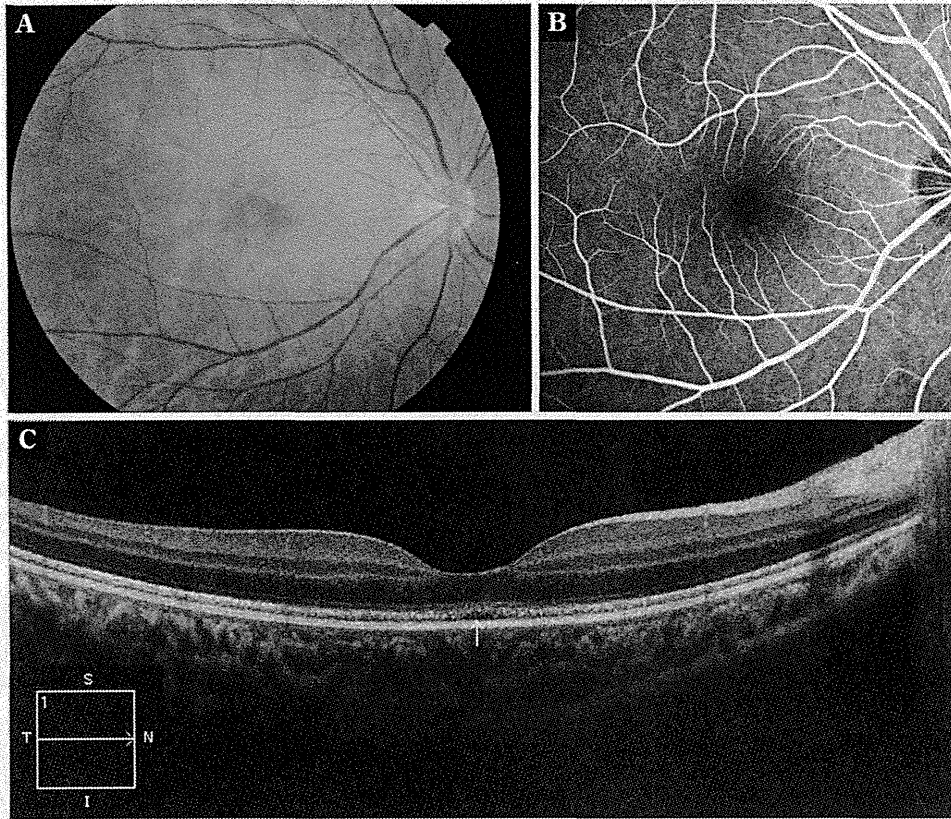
オカルト黄斑ジストロフィーの眼底所見(A), 蛍光眼底造影所見(B), フーリエドメイン光干渉断層計(optical coherence tomography : OCT)所見(C)
